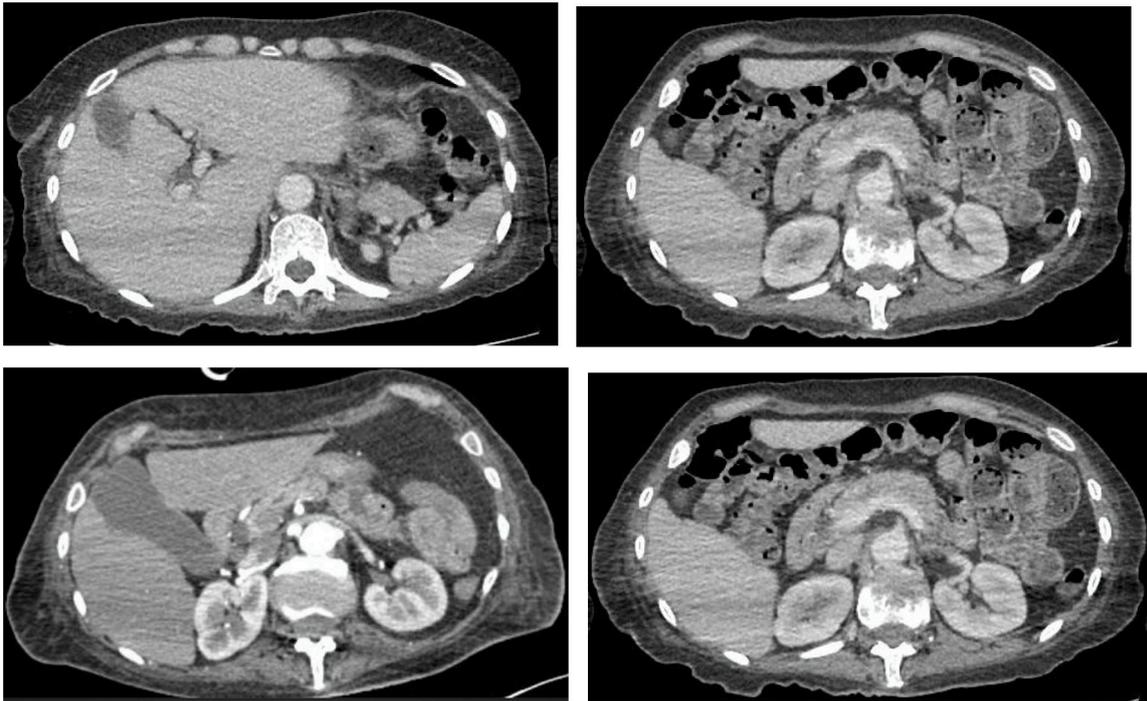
TAC abdomino-pélvica con contraste. Ausencia de metastásis.
